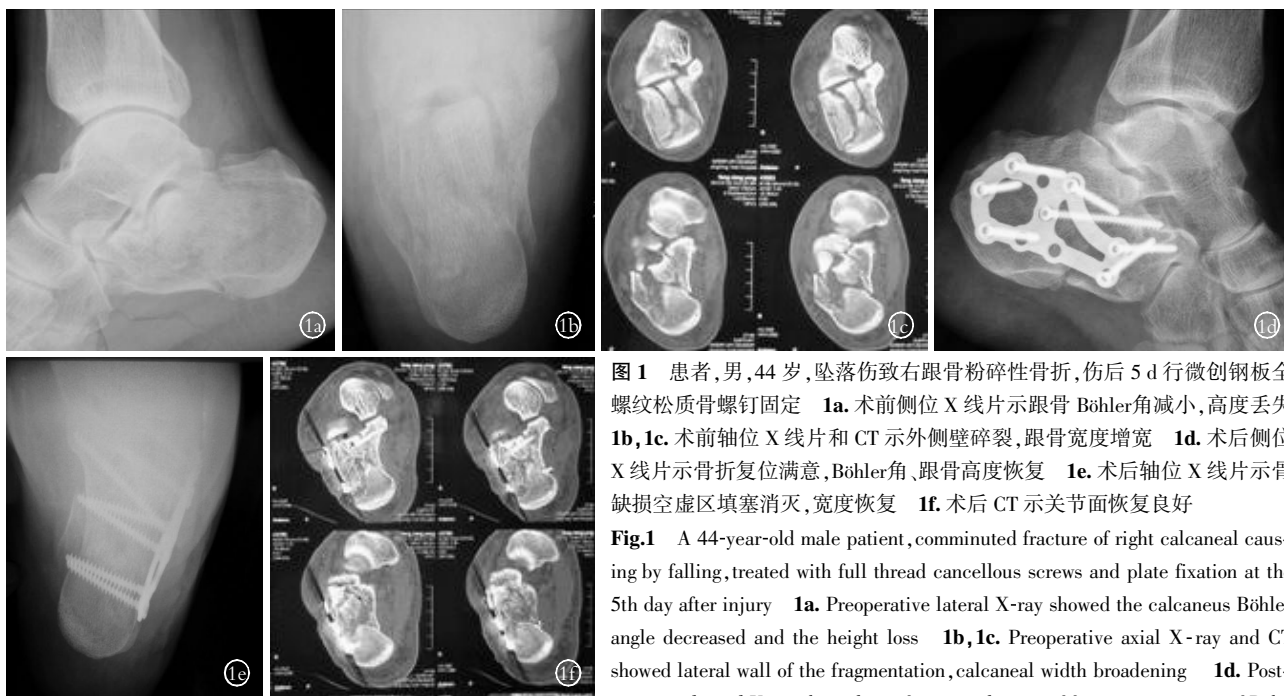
患者,男,44 岁,坠落伤致右跟骨粉碎性骨折,伤后 5 d 行微创钢板全螺纹松质骨螺钉固定 1a. 术前侧位 X 线片示跟骨 Böhler 角减小,高度丢失 1b, 1c. 术前轴位 X 线片和 CT 示外侧壁碎裂,跟骨宽度增宽 1d. 术后侧位 X 线片示骨折复位满意,Böhler 角、跟骨高度恢复 1e. 术后轴位 X 线片示骨缺损空虚区填塞消灭,宽度恢复 1f. 术后 CT 示关节面恢复良好
